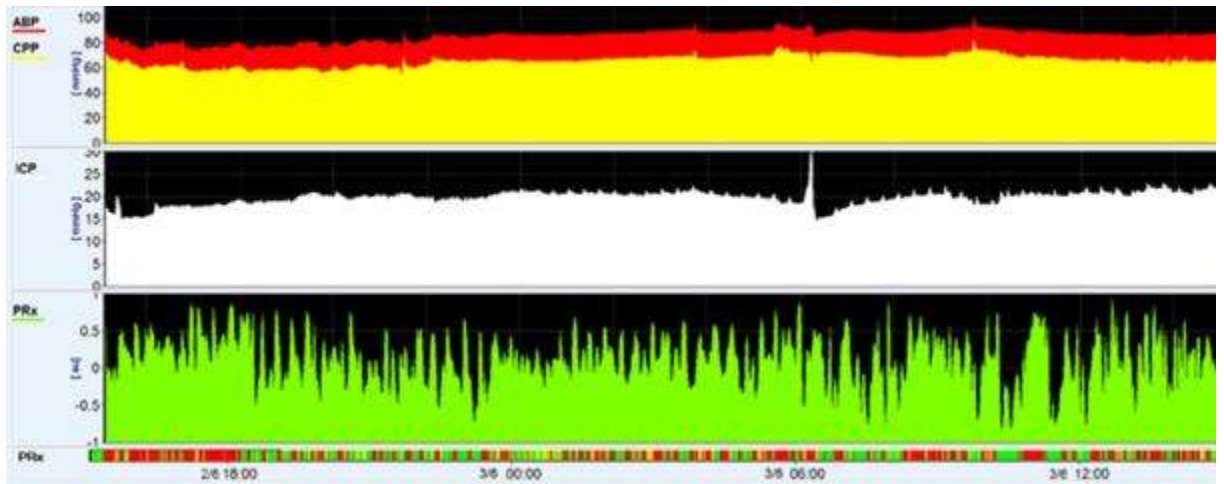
Вторые сутки наблюдения в ОРИТ. Тренд компьютеризированного нейромониторинга пациента 29 лет с тяжелой ЧМТ. . АВР/СРР – среднее артериальное и церебрально-перфузионное давление (САД/ЦПД). ICP – внутричерепное давление (ВЧД). R_{гх} – коэффициента ауторегуляции в виде непрерывное корреляционной зависимости: красные зоны – ауторегуляция нарушена, зеленые зоны – ауторегуляция сохранена.
